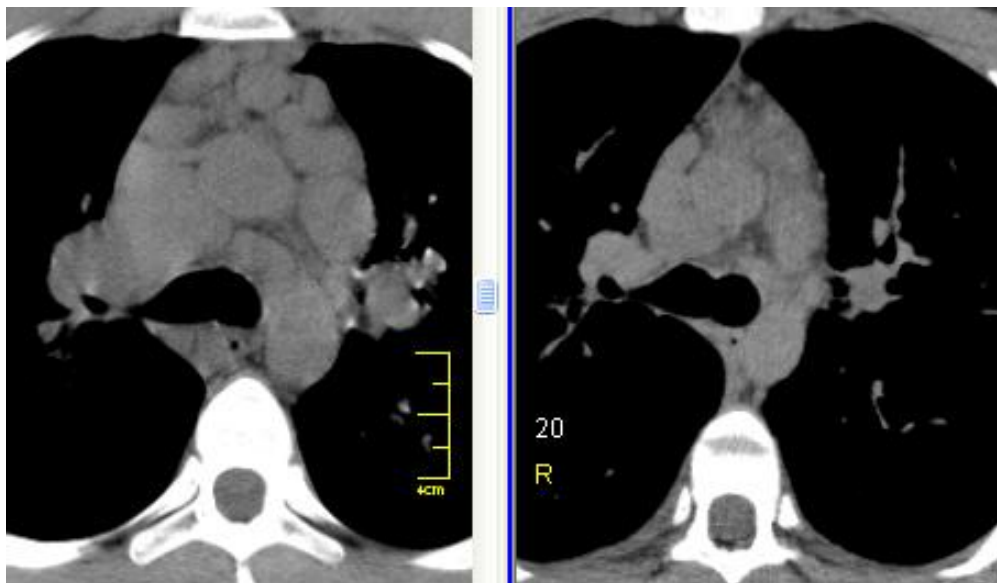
КТ хворого П., 22 років: саркоїдоз II стадії – нетипова для саркоїдозу ураження вузлів переднього середостіння, ліворуч – до лікування, регресія після тримісячної ГКС-терапії (праворуч)
